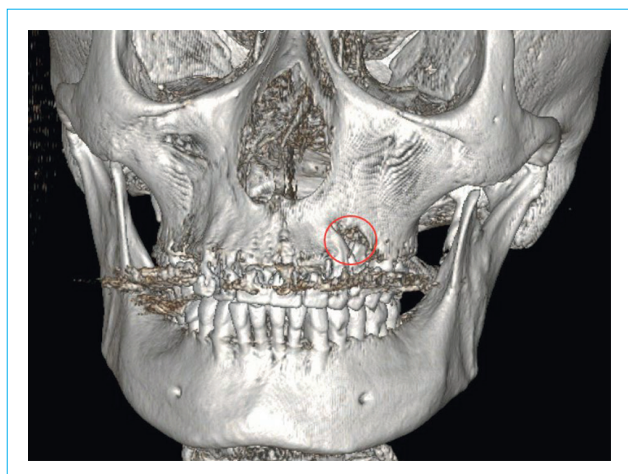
КТ костей лицевого черепа. Выделенная область: выявлено разрежение костной ткани округлой формы в области корней зубов 2.4, 2.5, — очаг хронической инфекции
